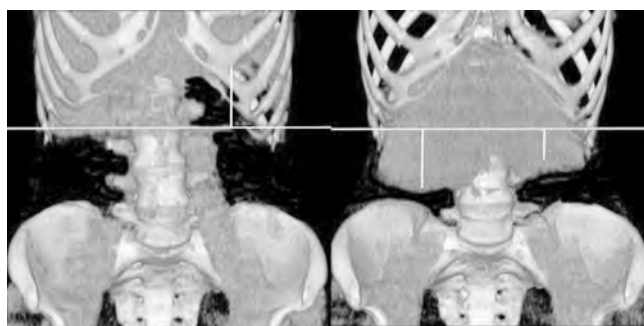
Компьютерная томограмма. Реконструкция 3D во фронтальной плоскости
